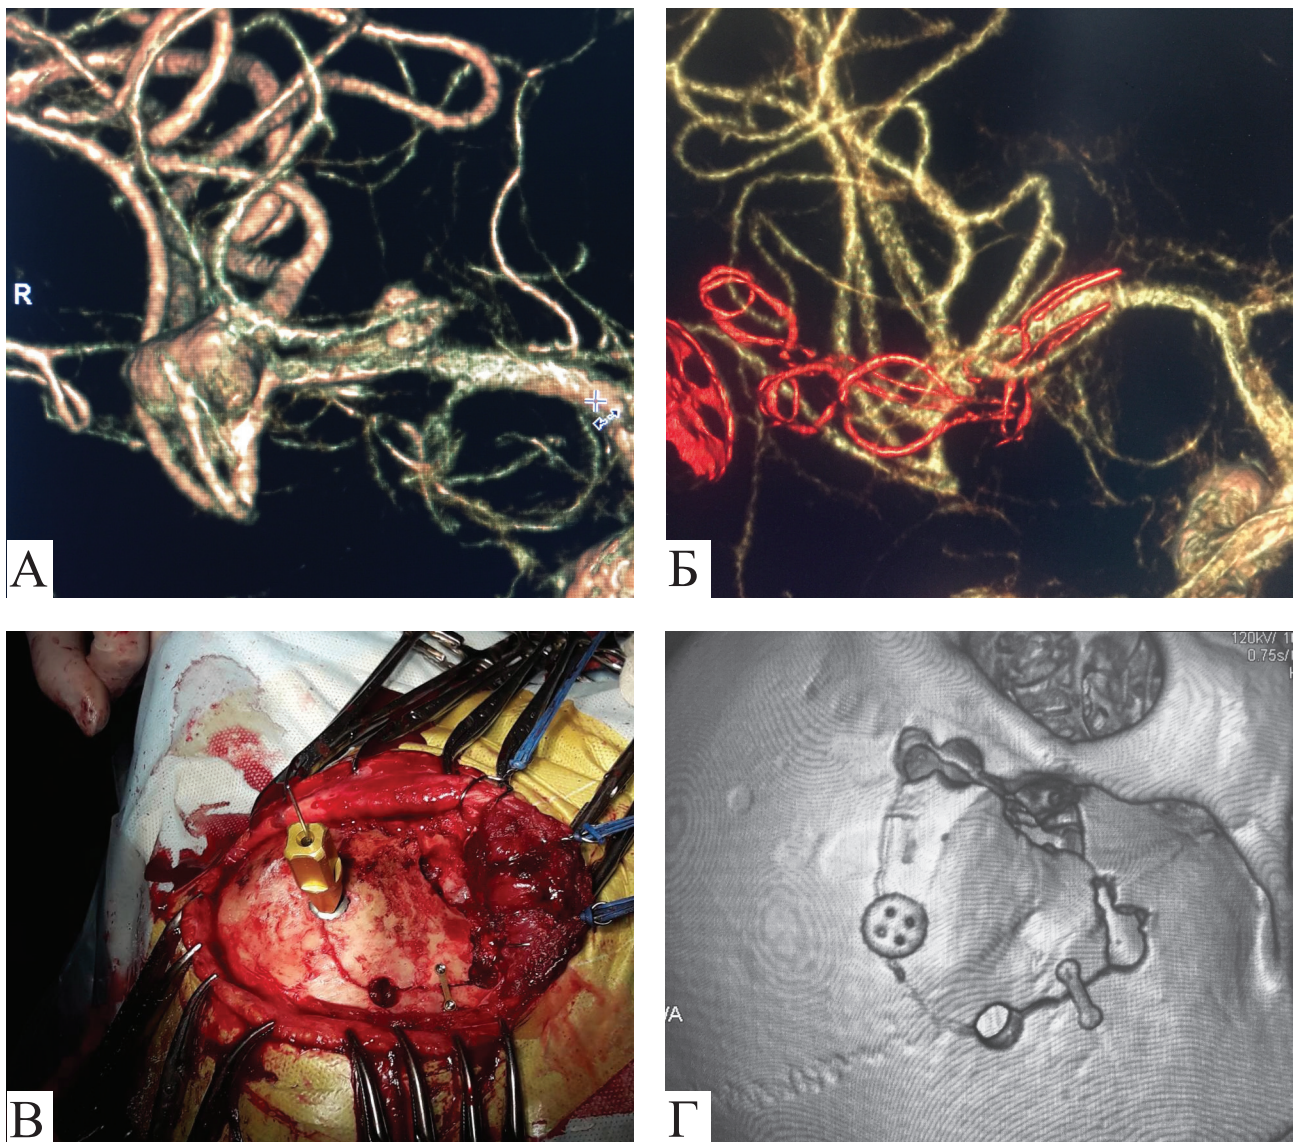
А — 3D ЦАГ, множинні АА СМА справа; Б — 3D ЦАГ на 6-ту добу після операції, збережена прохідність М₁–М₂-стовбурів та гілок СМА, в проекції АА міні кліпсів (ремодельовання біфуркації М₁–М₂ 2-ма кліпсами Standard and Fenestrated type Mizuho (Японія); повздовж М₁-сегмента в проекції АА — міні кліпсів Mini type Mizuho (Японія); В — етап фіксації кісткового клантя після РПД (neurosurgical osteosynthesis system, Evonos GmbH (Німеччина)); Г — МСКТ ГМ після РПД
